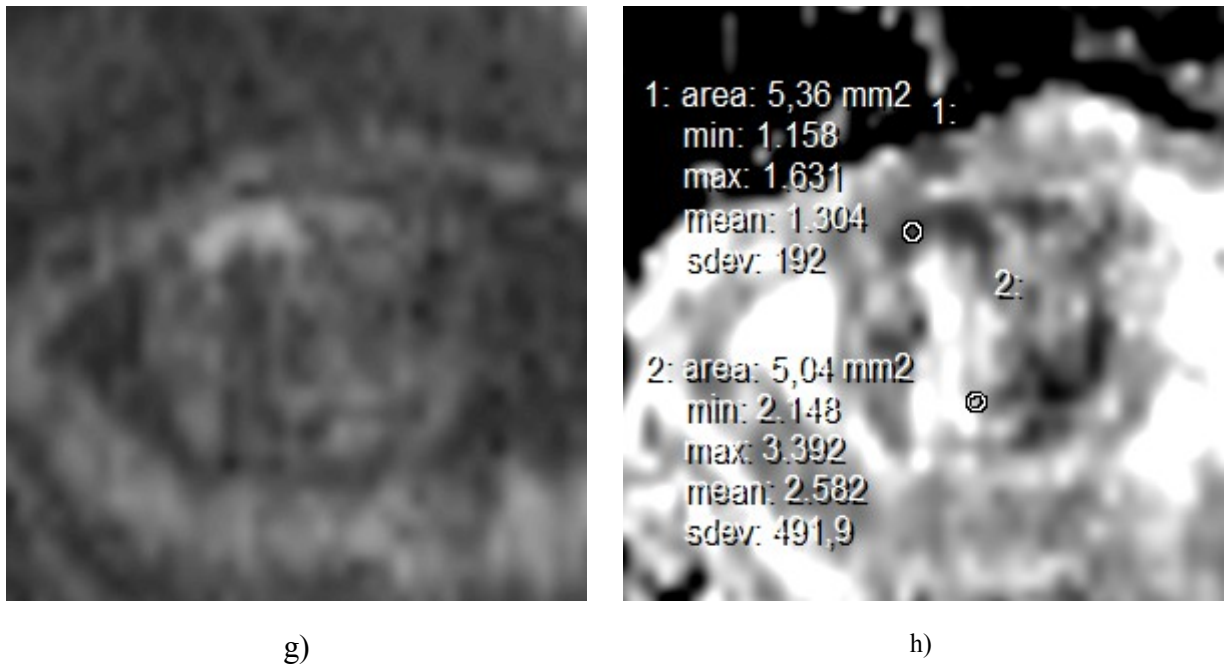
DWI – Sequenzen bei Feten mit CAKUT: a, e) T2 – HASTE - Sequenz, b, f) $b = 0 \text{ s/mm}^2$, c, g) $b = 700 \text{ s/mm}^2$, d, f) ROI – Platzierung und ADC – Ausmessung bei $b = 0, 700 \text{ s/mm}^2$.
